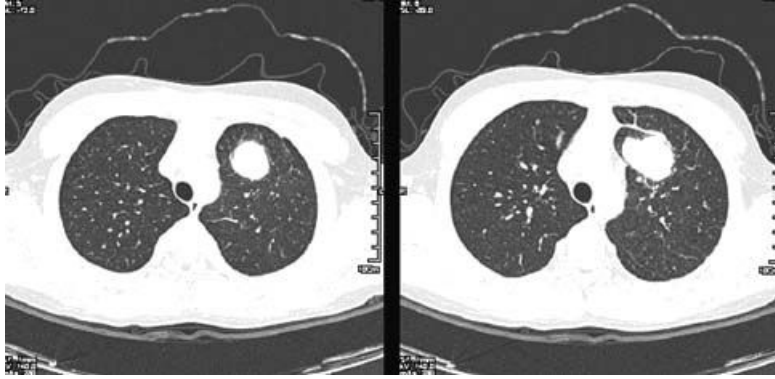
HRCT: A about 3.7 cm sized benign looking parenchymal mass in th left upper lobe.
